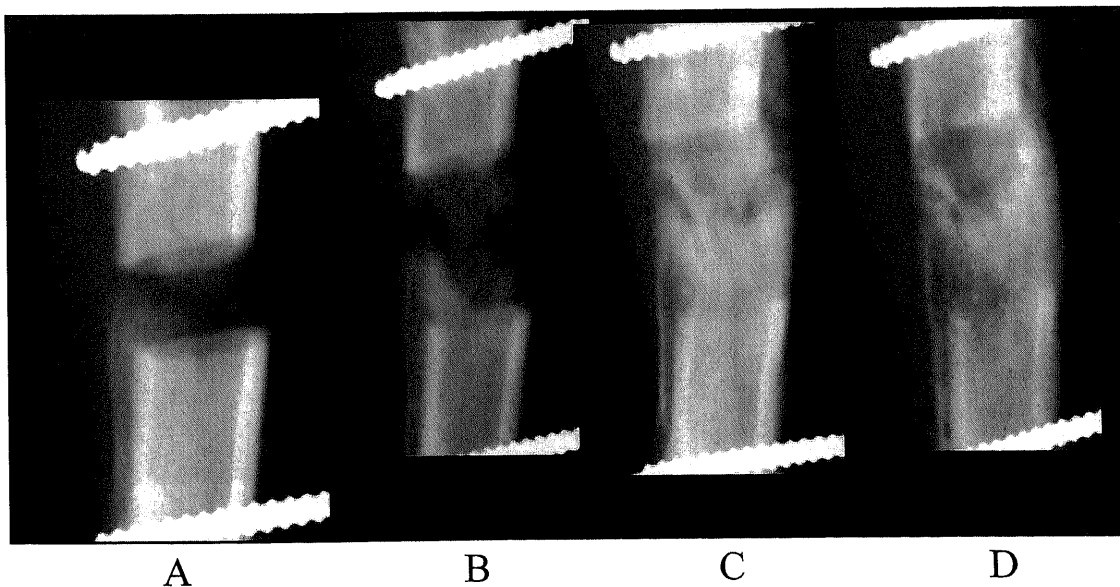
Radiographs of tibiae from 10 Gy irradiation group. (A) After 14 days of distraction. (B) After 28 days of distraction. (C) 14 days after completion of distraction. (D) 28 days after completion of distraction. The distracted callus formation of 10 Gy group was similar to that of control group.
